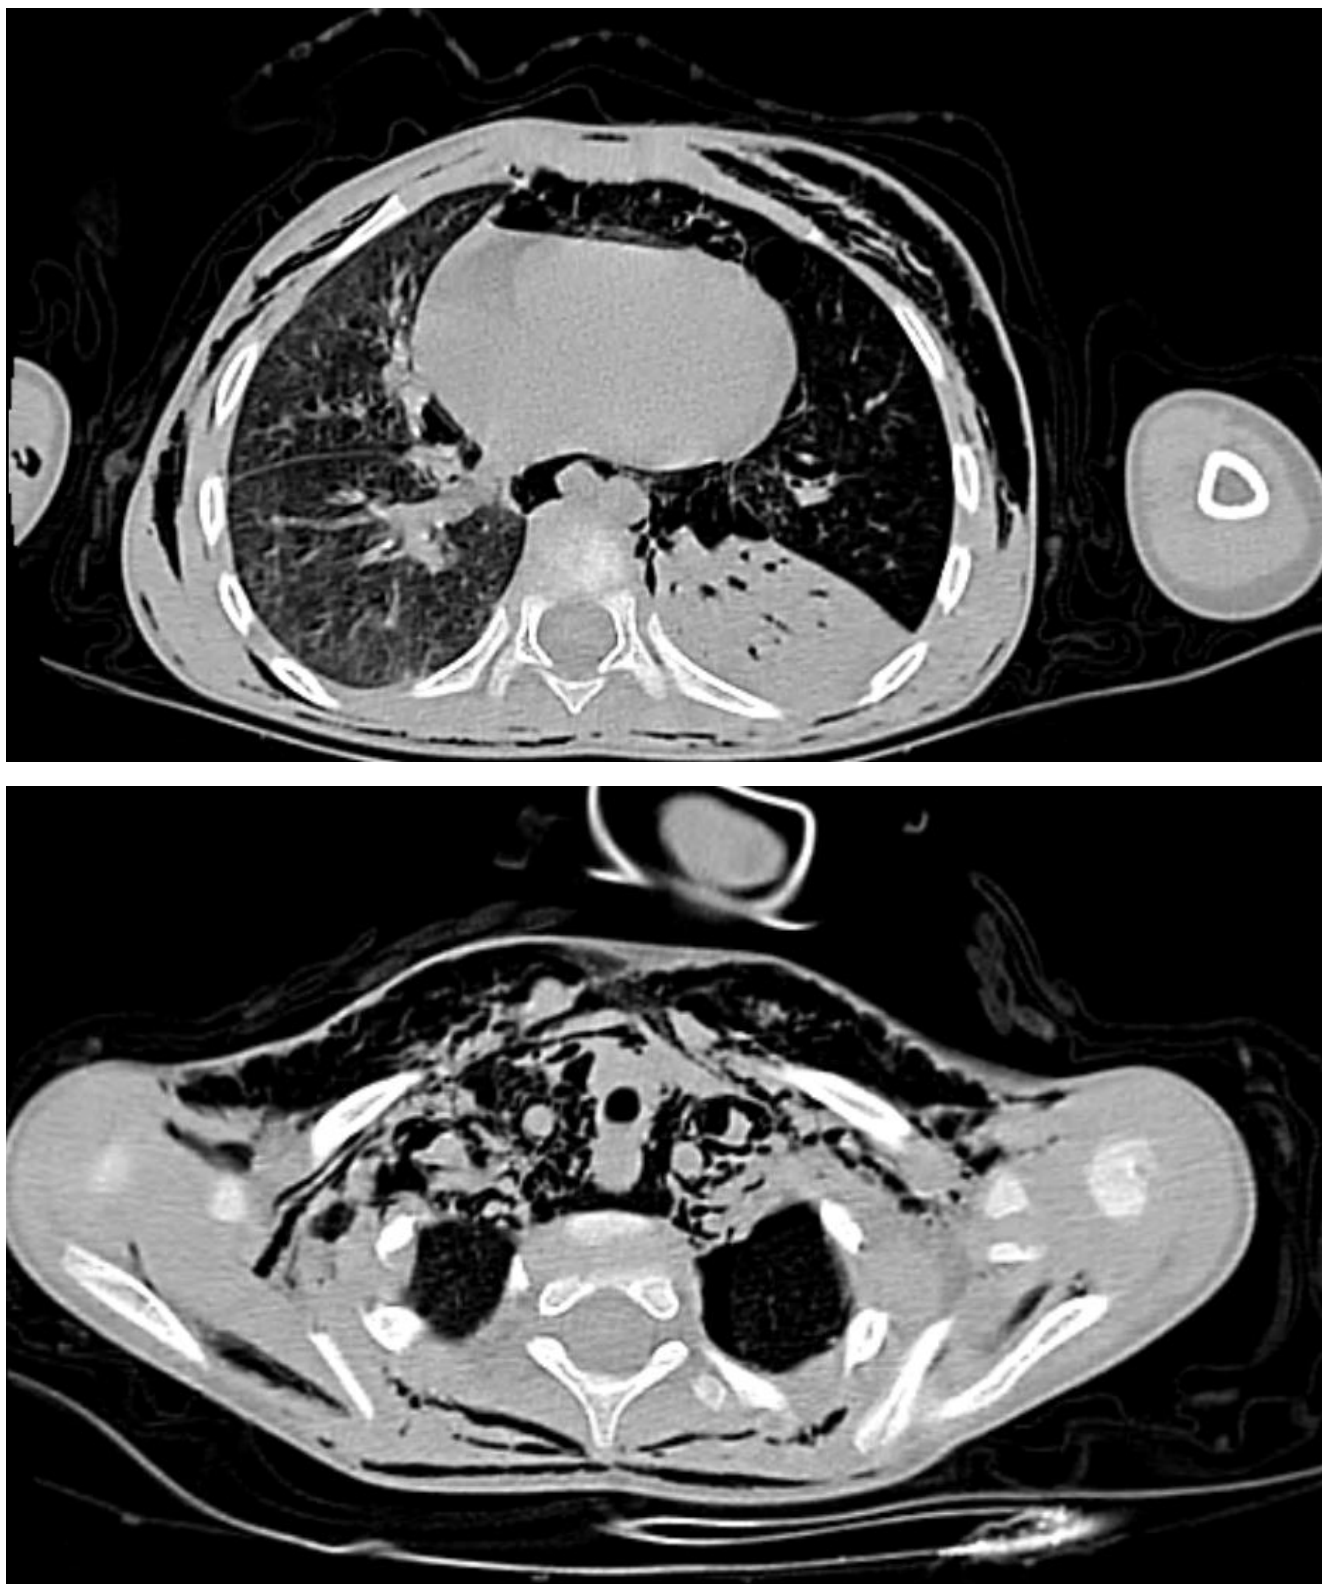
TDM thoracique objectivant un emphysème disséquant les parties molles sous cutanées des parois thoraciques antérieure et latérale bilatérale, étendu au médiastin et au poumon gauche
